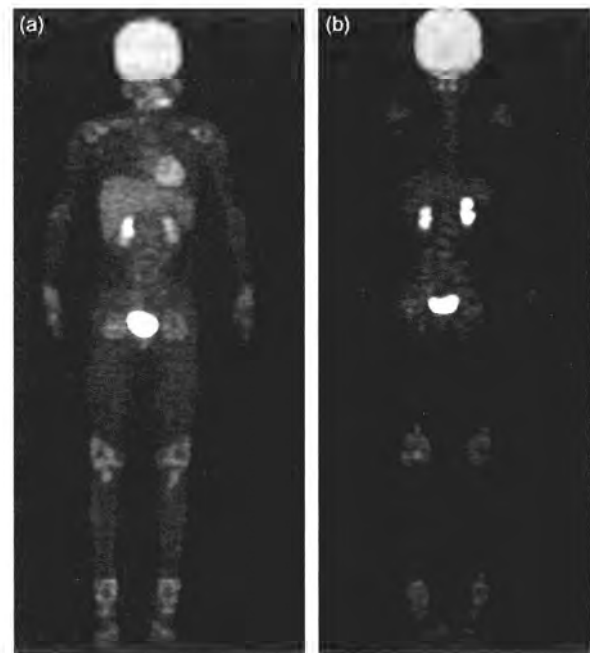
FDG accumulation in s-JIA (type II). (a) Accumulation is observed at the bilateral shoulders, in the elbows, hands, hips, knees, and ankles. In particular, it is marked in the hands, knees, and ankles. (b) Accumulation is observed at the bilateral shoulders, in the hands, knees, and ankles. It is marked in the knees and ankles.
